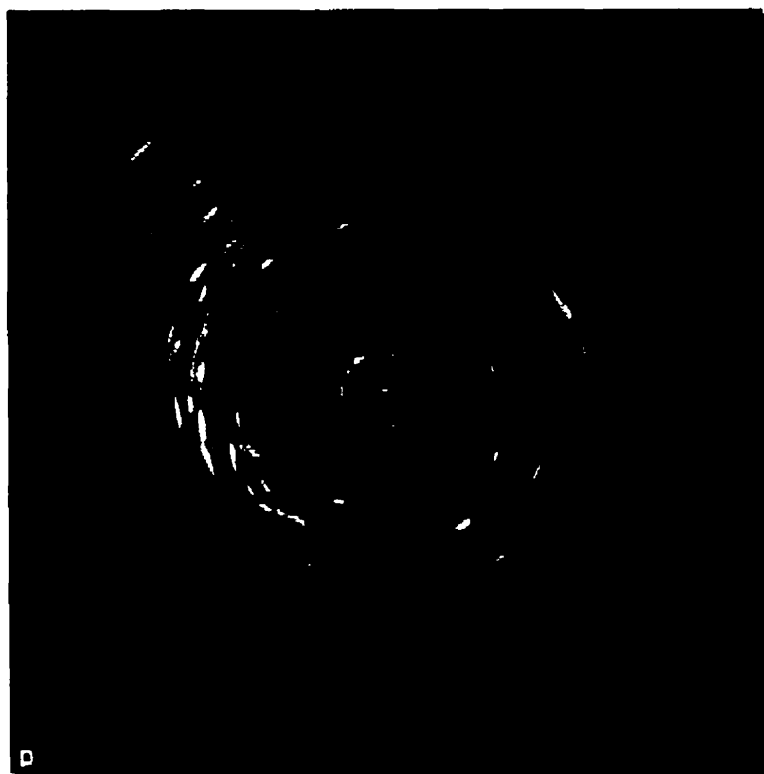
Endoscopie ultrasonique du fantôme avec analogue sanguin.
